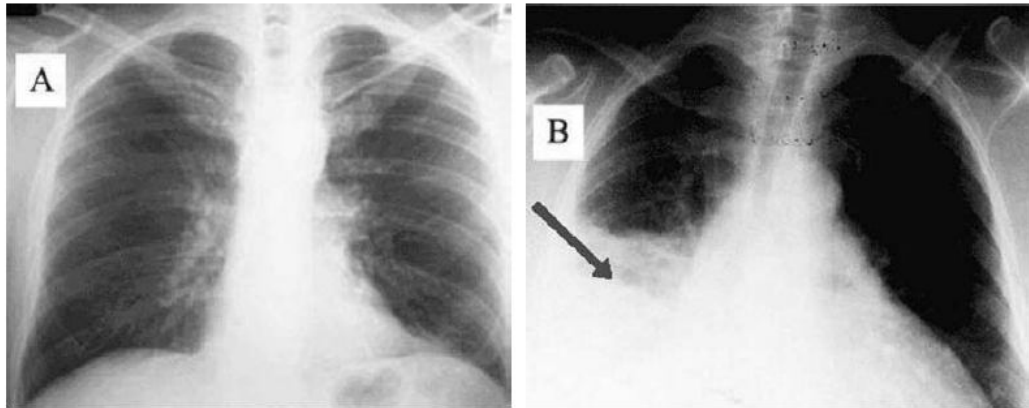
A) Radiografia de tórax normal. B) Radiografia de tórax com pneumonia em base inferior direita do pulmão.
